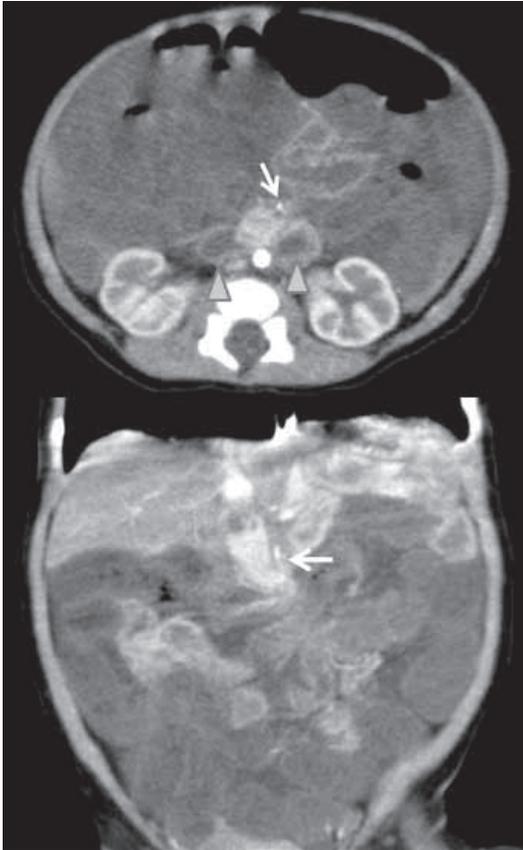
腹部造影CT：十二指腸(△)はSMA(→)背側を走行(上図)、SMAは狭小化し途中から造影不良であった(下図)。
